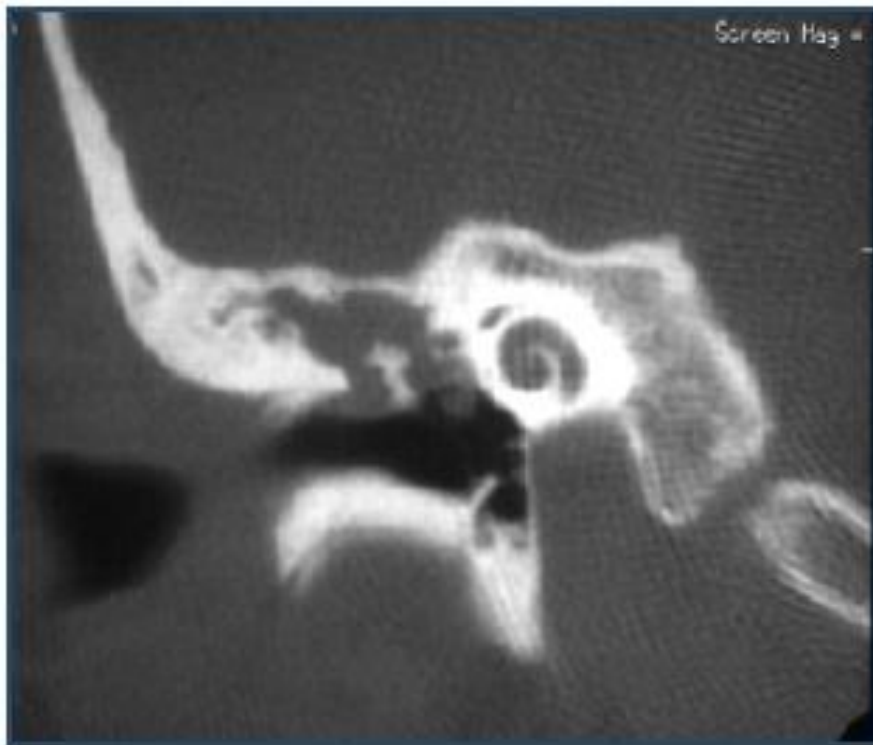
Coupe TDM coronale montrant masse tissulaire atticale avec ostéolyse du mur de la logette, et du tegmen tympani (Iconographie service ORL Pr Alami).
